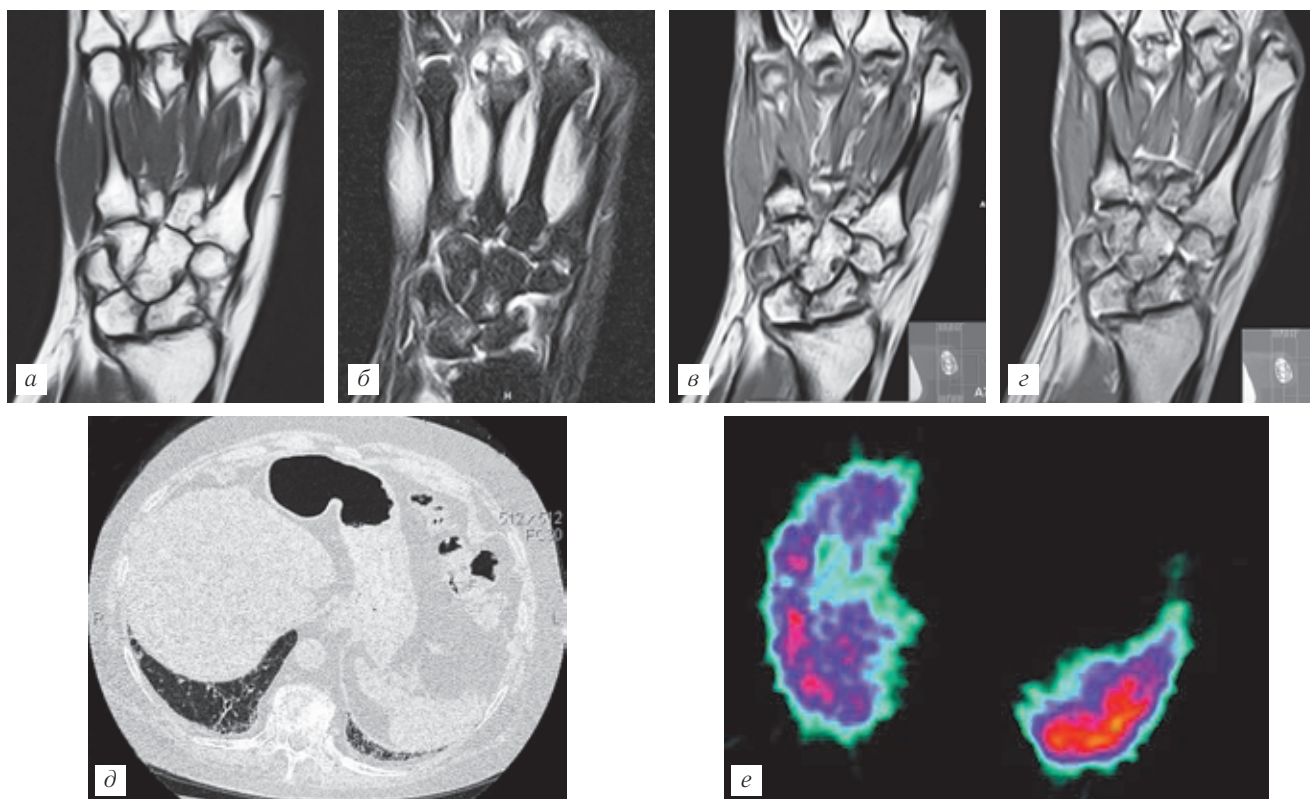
Поражения суставов кисти, выявляемые при МРТ, и изменения в легких, выявляемые при КТ и ОФЭКТ на поздней стадии РА.
